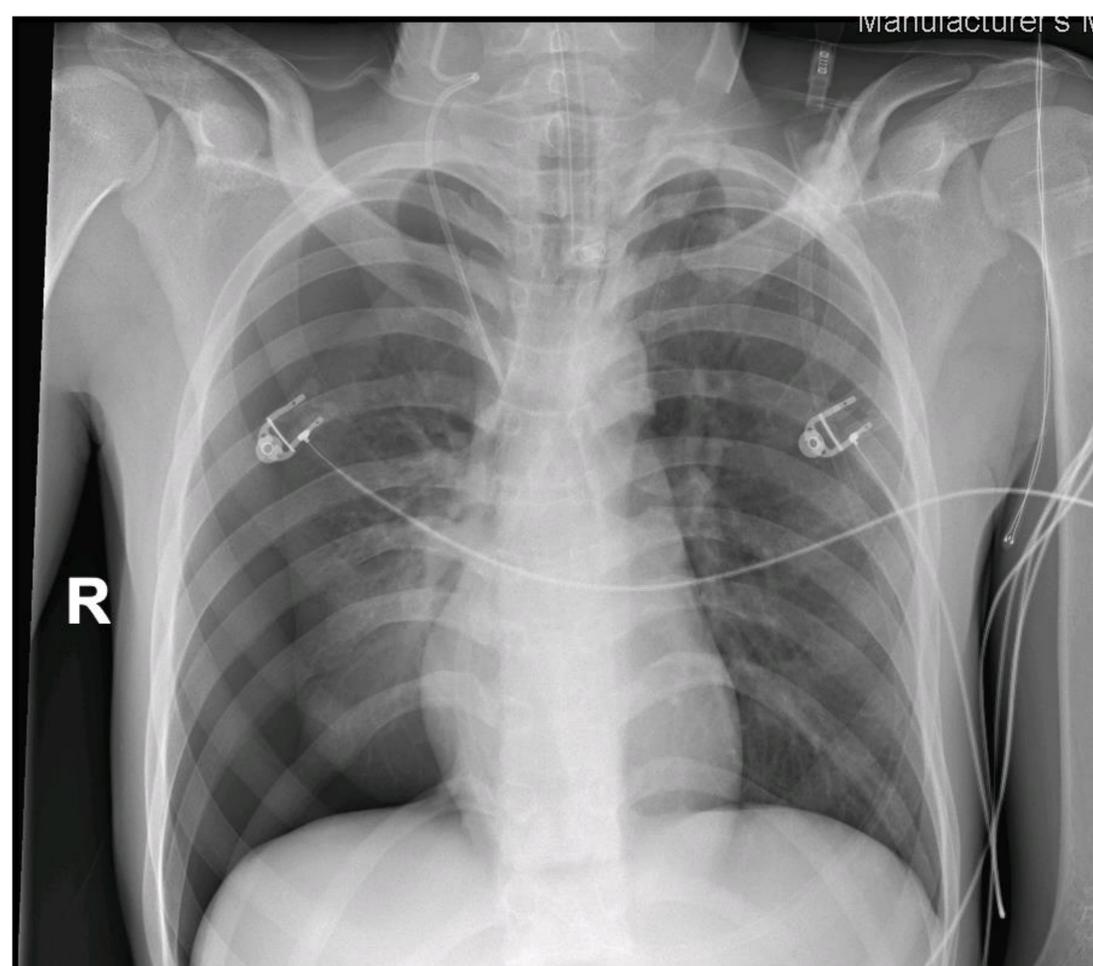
Radiografía de tórax portátil en proyección AP. Neumomediastino y neumotórax derecho yatrogénico secundario a colocación de vía venosa central yugular derecha.
